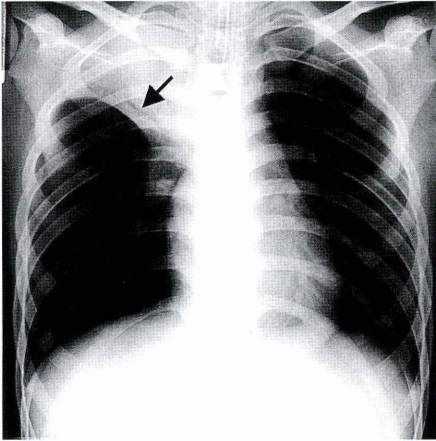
第12病日の胸部X線写真上 air bronchogram 像が認められた (矢印)
